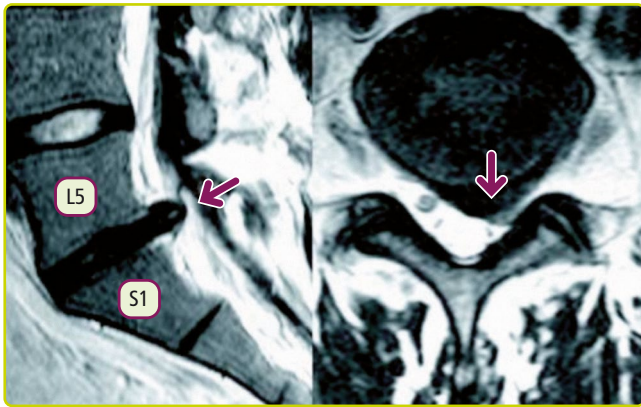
Hernia discal L5-S1 vista en RM.
